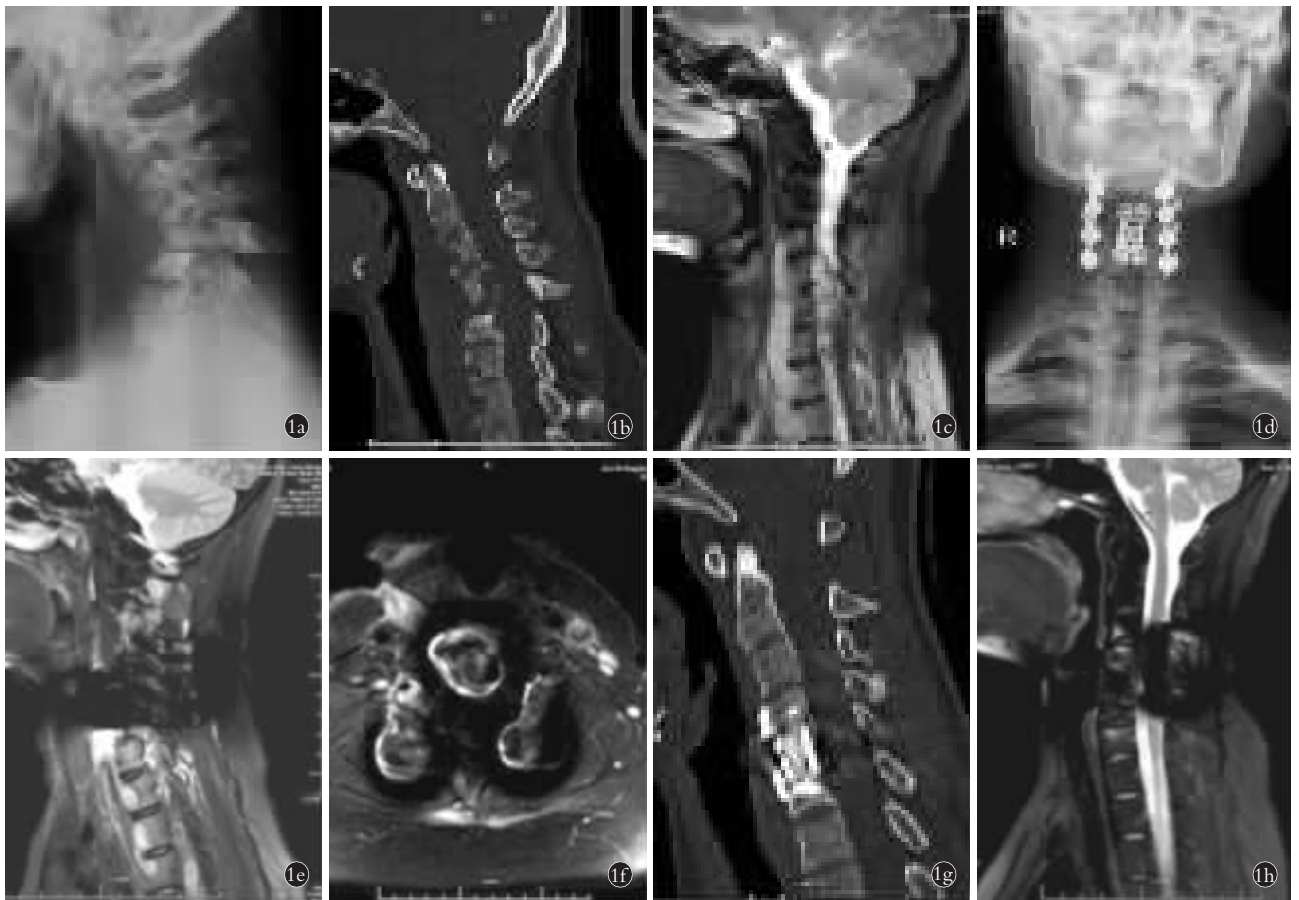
患者,女,30岁,C₂-C₇椎体结核伴椎旁脓肿 1a,1b,1c.术前侧位X线片及矢状位CT、MRI示C₂-C₇椎体骨质破坏伴椎间隙狭窄,死骨及空洞形成,椎旁脓肿形成并压迫硬膜囊 1d.术后2周正位X线片示内固定位置良好 1e,1f.术后1个月矢状位及横断位MRI示内固定位置良好,椎旁脓肿及窦道形成 1g.术后18个月矢状位CT示内固定位置良好,钛网融合良好 1h.术后18个月矢状位MRI示脓肿完全吸收,窦道愈合
